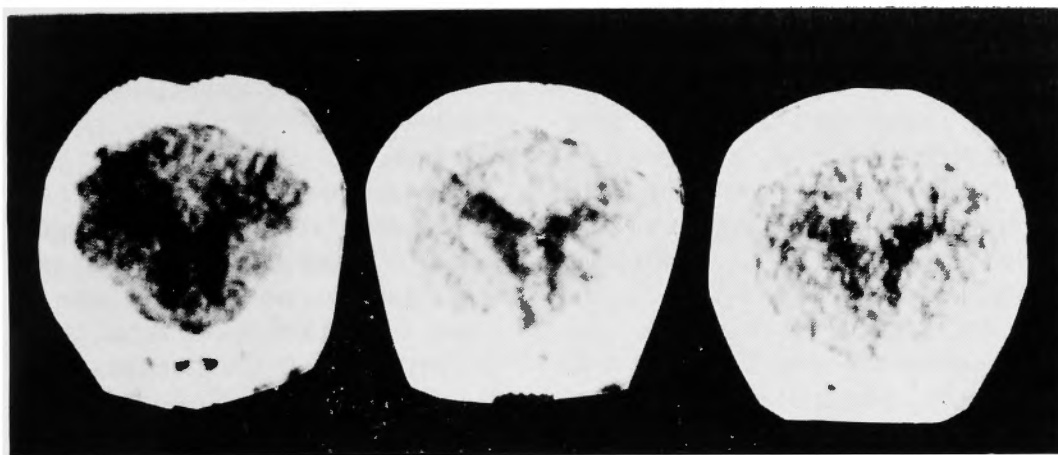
Various degrees of PVL on CT scan. Left : severe case, middle : moderate case, right : mild case.
